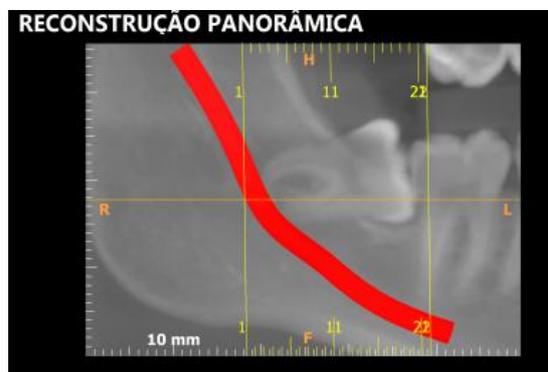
TC de feixe cônico.
